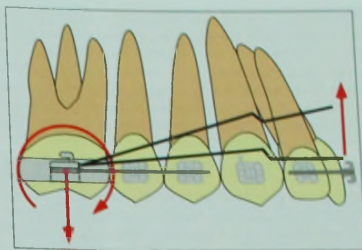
Стандартный дизайн интрузионных дуг. Дуга разделена на фронтальный (четыре резца) и боковой (второй моляр, премоляр, первый премоляр) сегменты и активируется на интрузию.
